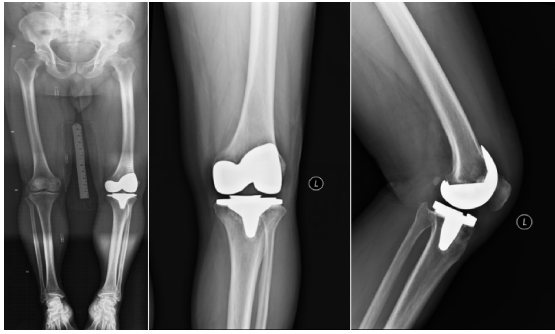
2020年7月31日初次全膝关节置换术后X线片提示假体位置满意,力线良好
